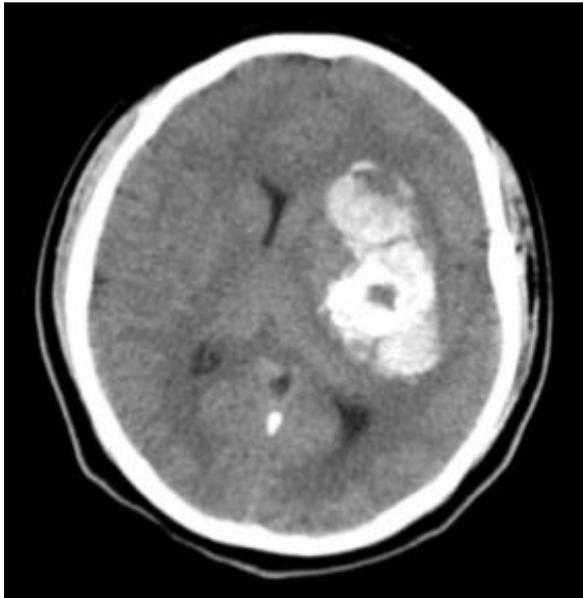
TAC cerebral mostrando MAV talámica izquierda rota.
